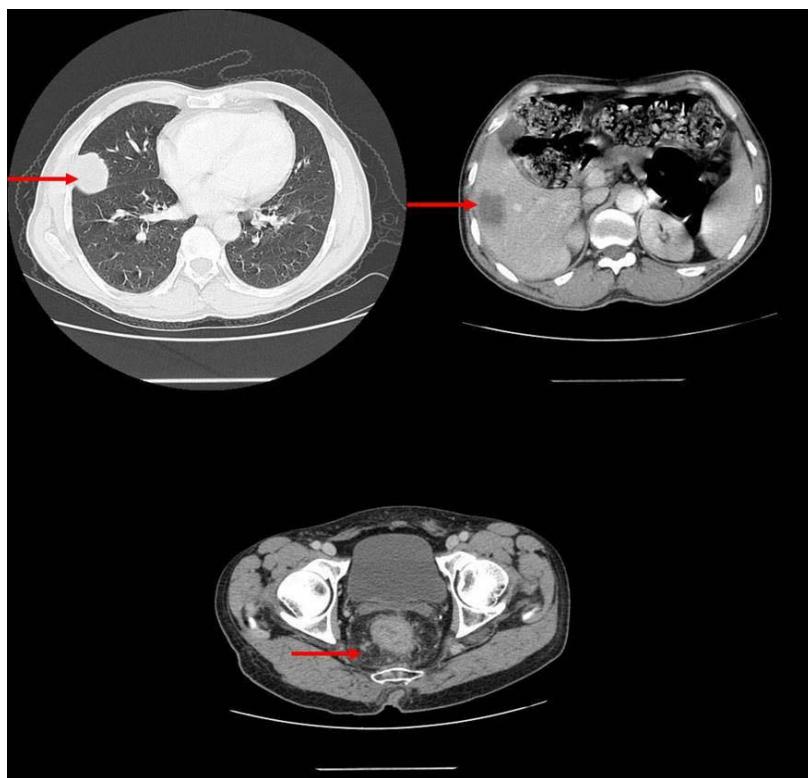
TDM TAP montrant un cancer du rectum avec MH et pulmonaires chez un patient de notre étude.
